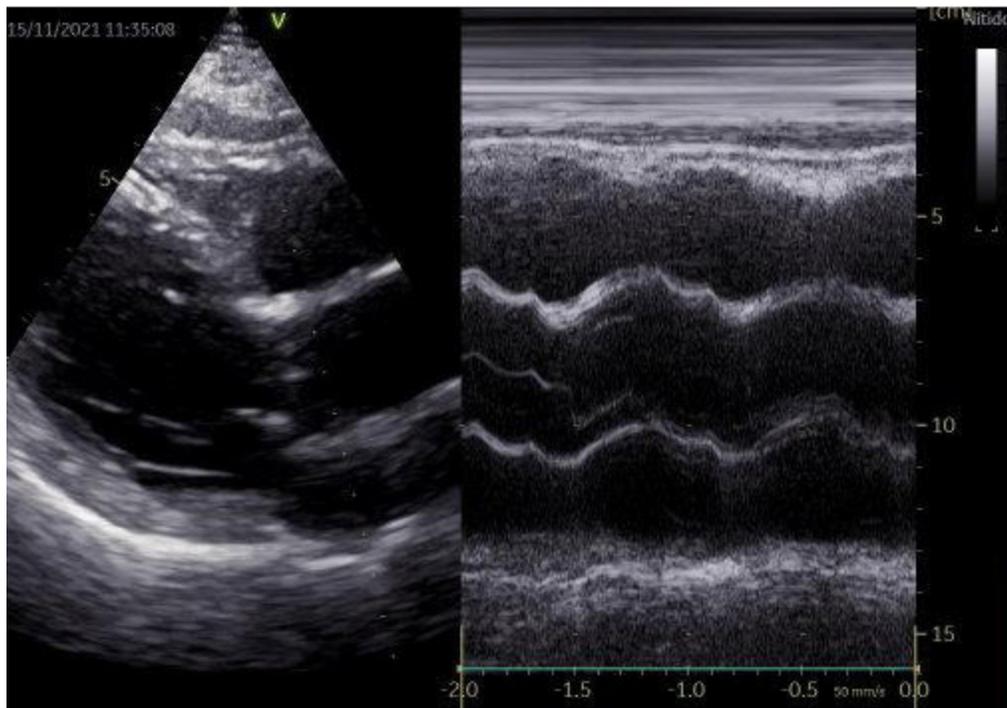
Ecocardiograma en modo M a nivel de la raíz de la aorta, donde se observa la apertura valvular.
